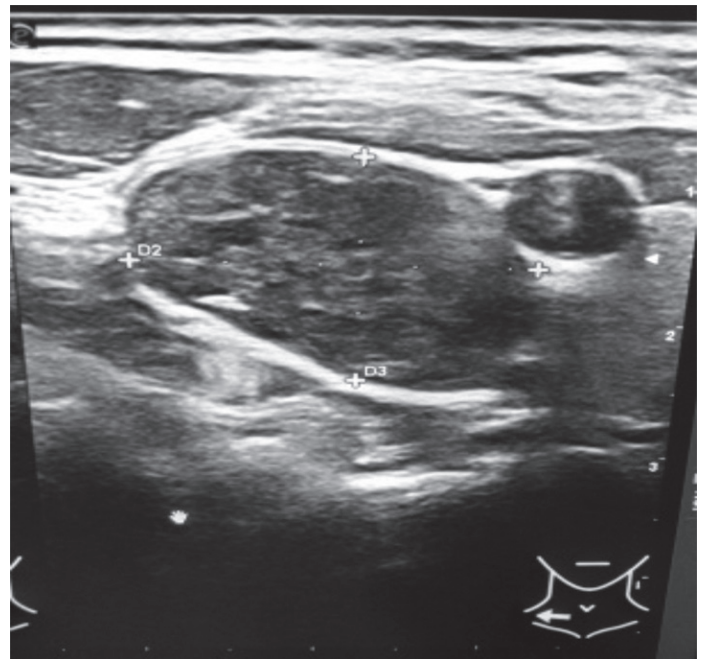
Ultrasonido que muestra al tumor entre las arterias carótidas.
